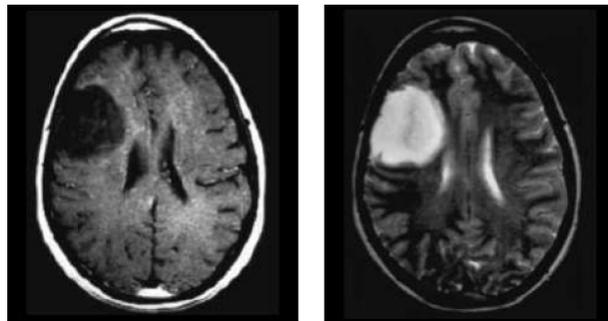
Gangliogliome. à gauche, contraste amélioré axiale IRM pondérée en T1 montrant une tumeur non-amélioration hypo frontal. A droite, la même lésion apparaît hyper-intense en T2 IRM
